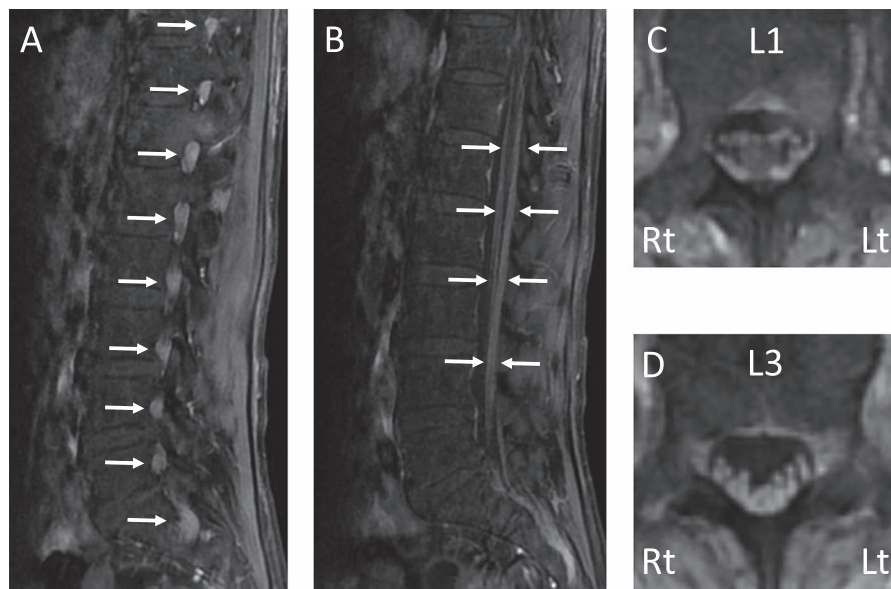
Lumbosacral MRI findings.
